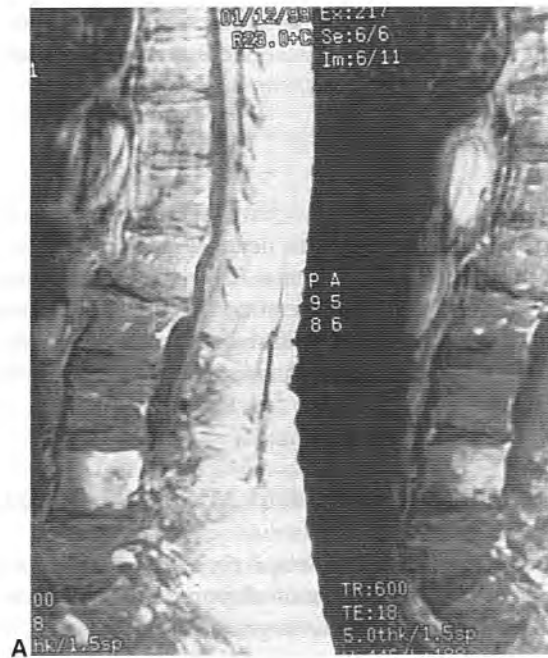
(A) Corte sagital de una resonancia magnética de una mujer de 87 años con dolor de espalda de larga evolución que había aumentado gradualmente en los últimos 6 meses. La imagen muestra una zona de aumento significativo de la intensidad de la señal en el lado izquierdo del cuerpo de L4. (B) Imágenes axiales de la misma resonancia magnética que muestran un aumento significativo de la señal en el cuerpo de L4 compatible con un carcinoma metastásico. Esta paciente tenía un adenocarcinoma de pulmón asintomático que fue diagnosticado a partir de la biopsia de la metástasis vertebral.
